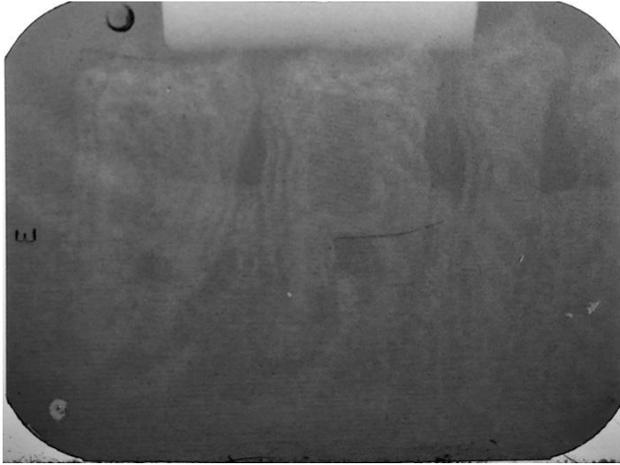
Radiografia inferior evidenciando molares
